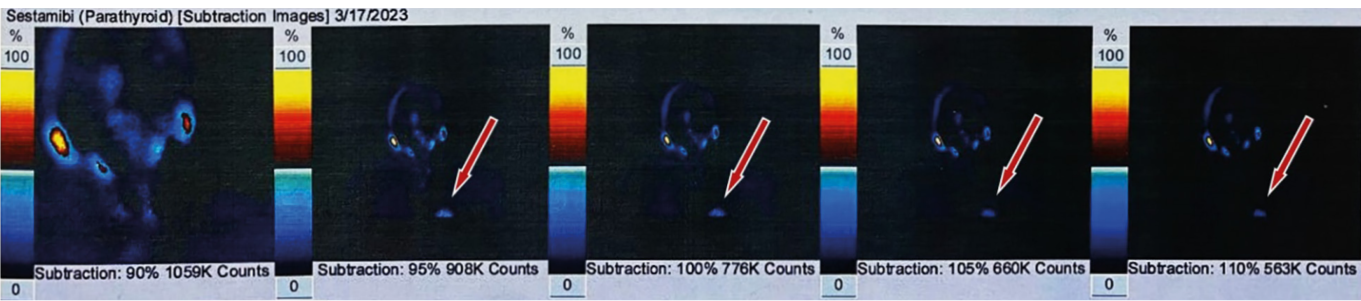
Сцинтиграфия ОЩЖ (MIBI).
